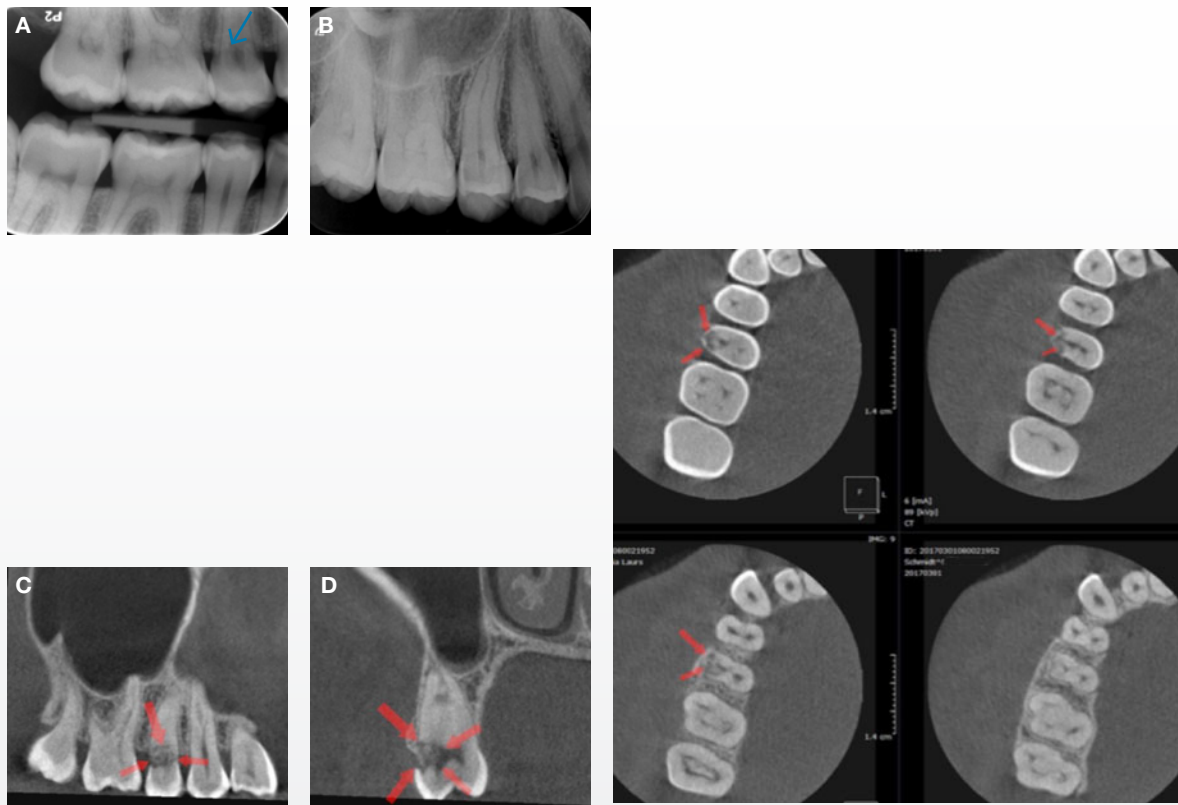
Resorption i kronen af 5+. Læsionen kunne ikke identificeres i sin helhed klinisk. A: Bitewing viser et mindre radiolucent område (blå pil) i den apikale del af kronen (optaget fem måneder før de andre billeder). B: Periapikalt billede viser intet patologisk. C: CBCT-snit i det sagittale plan viser stor radiolucent læsion (røde pile). D: CBCT-snit i det koronale plan viser stort overfladebrud facialt og dyb læsion med pulpainvolvering (røde pile). E: CBCT-snit i det aksiale plan viser samme udbredelse af læsionen som D (røde pile).
